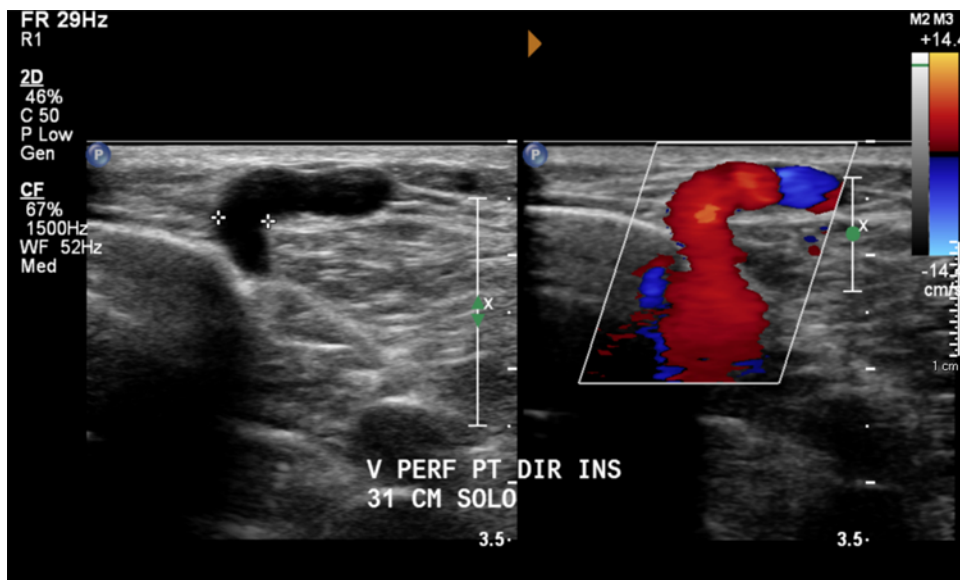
Modo Doppler colorido de veia perfurante paratibial direita (corte longitudinal)
